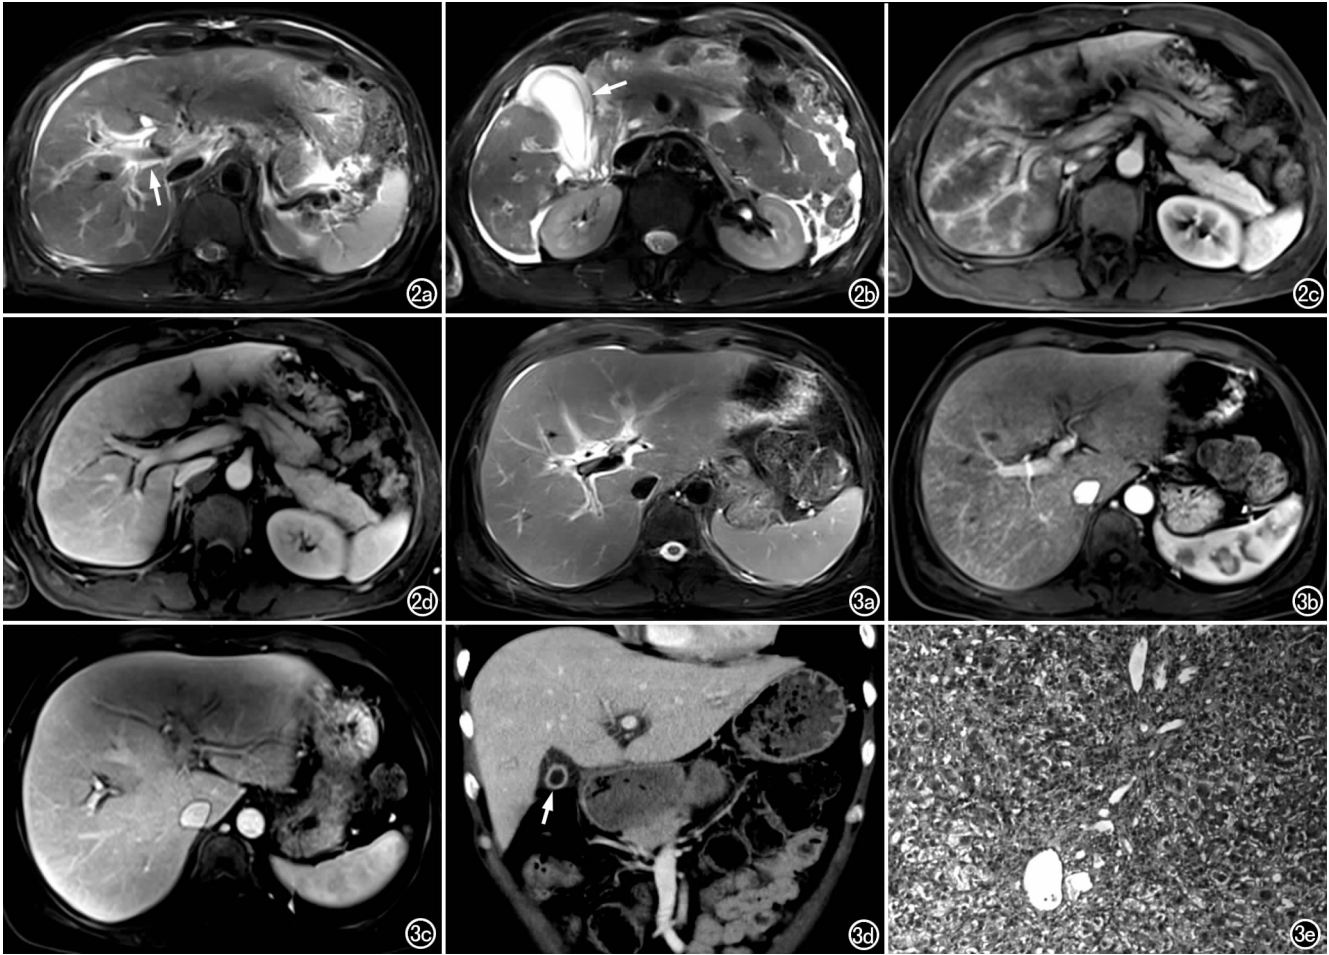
亚急性重型肝炎(戊型)。a) T₂WI 示门静脉周围可见“轨道样”高信号环(箭); b) T₂WI 示胆囊壁增厚水肿(箭),并可见腹腔积液; c) 增强扫描动脉期示门静脉周围及肝包膜下多发斑片状强化; d) 增强扫描静脉期示肝脏外周强化高于内部区域,门静脉周围间隙增宽。图 3 急性普通型肝炎(戊型)。a) T₂WI 示门静脉周围可见“轨道样”高信号环; b) MRI 增强扫描动脉期示肝实质内多发斑片状强化; c) MRI 增强扫描静脉期,示肝脏外周区域强化高于内侧区,门静脉周围间隙增宽; d) CT 增强扫描静脉期可见胆囊壁增厚水肿,黏膜层明显强化(箭); e) 穿刺活检标本镜下显示急性小叶性肝炎,肝细胞肿胀、变性,小灶性坏死,汇管区扩大,炎性细胞浸润(×100, HE)。
